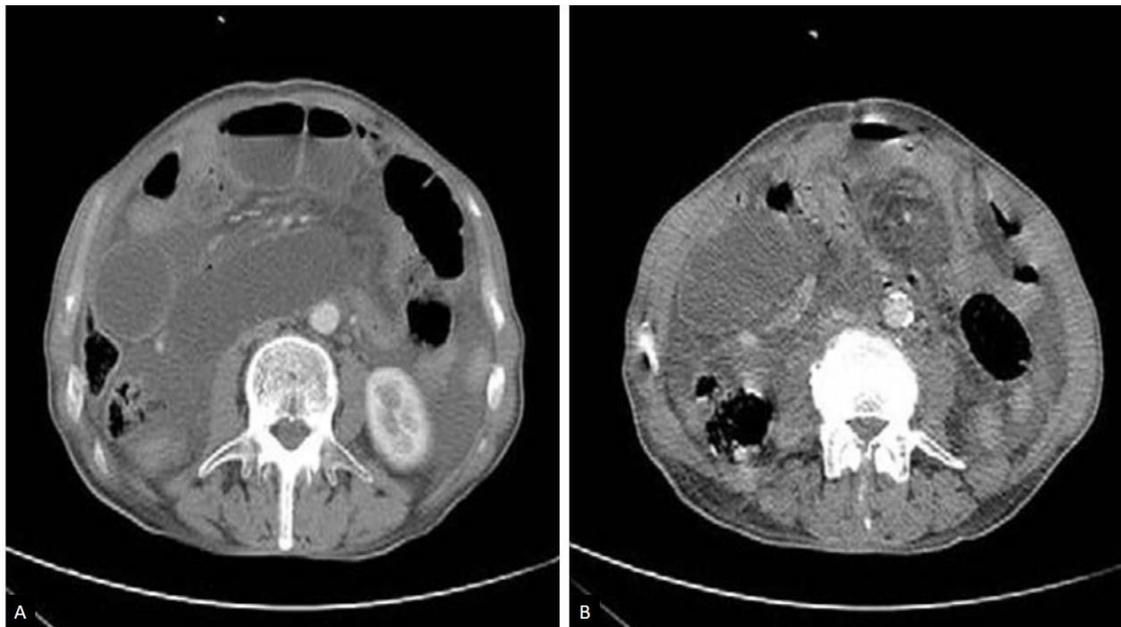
Tomografia computadorizada do abdome de pacientes com obstrução intestinal por hérnia abdominal interna. A figura A evidencia as alças intestinais distendidas e com níveis hidroaéreos e a figura B evidencia vasos mesentéricos distorcidos em “sinal de redemoinho”. Fonte: Akyildiz et al., 2009.
